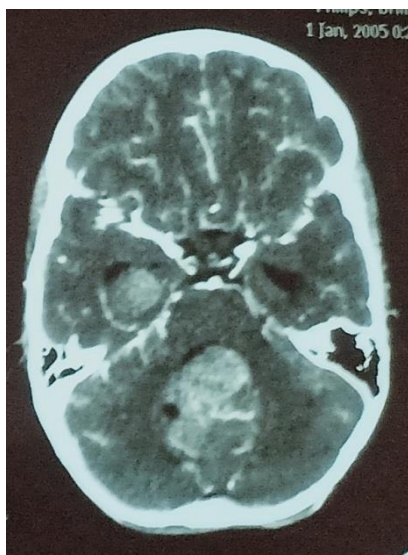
TDM cérébrale avec PC coupe axiale chez un enfant de 09 ans objectivant une localisation secondaire sus tentorielle temporale d'un médulloblastome.
